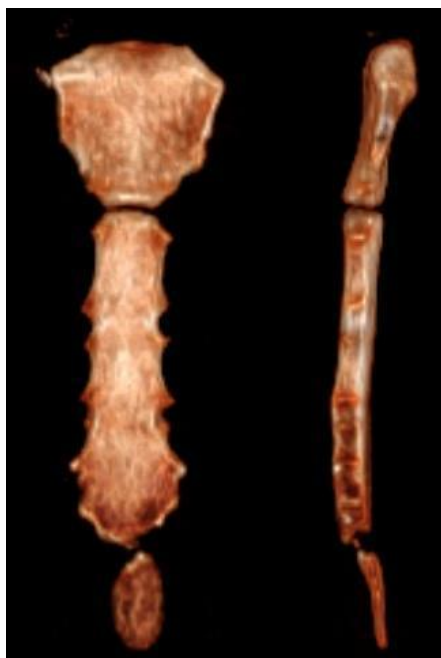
Reconstruções tridimensionais do esterno a partir de imagens obtidas através de tomografia computadorizada, o esterno é um exemplo de osso chato ou plano.
